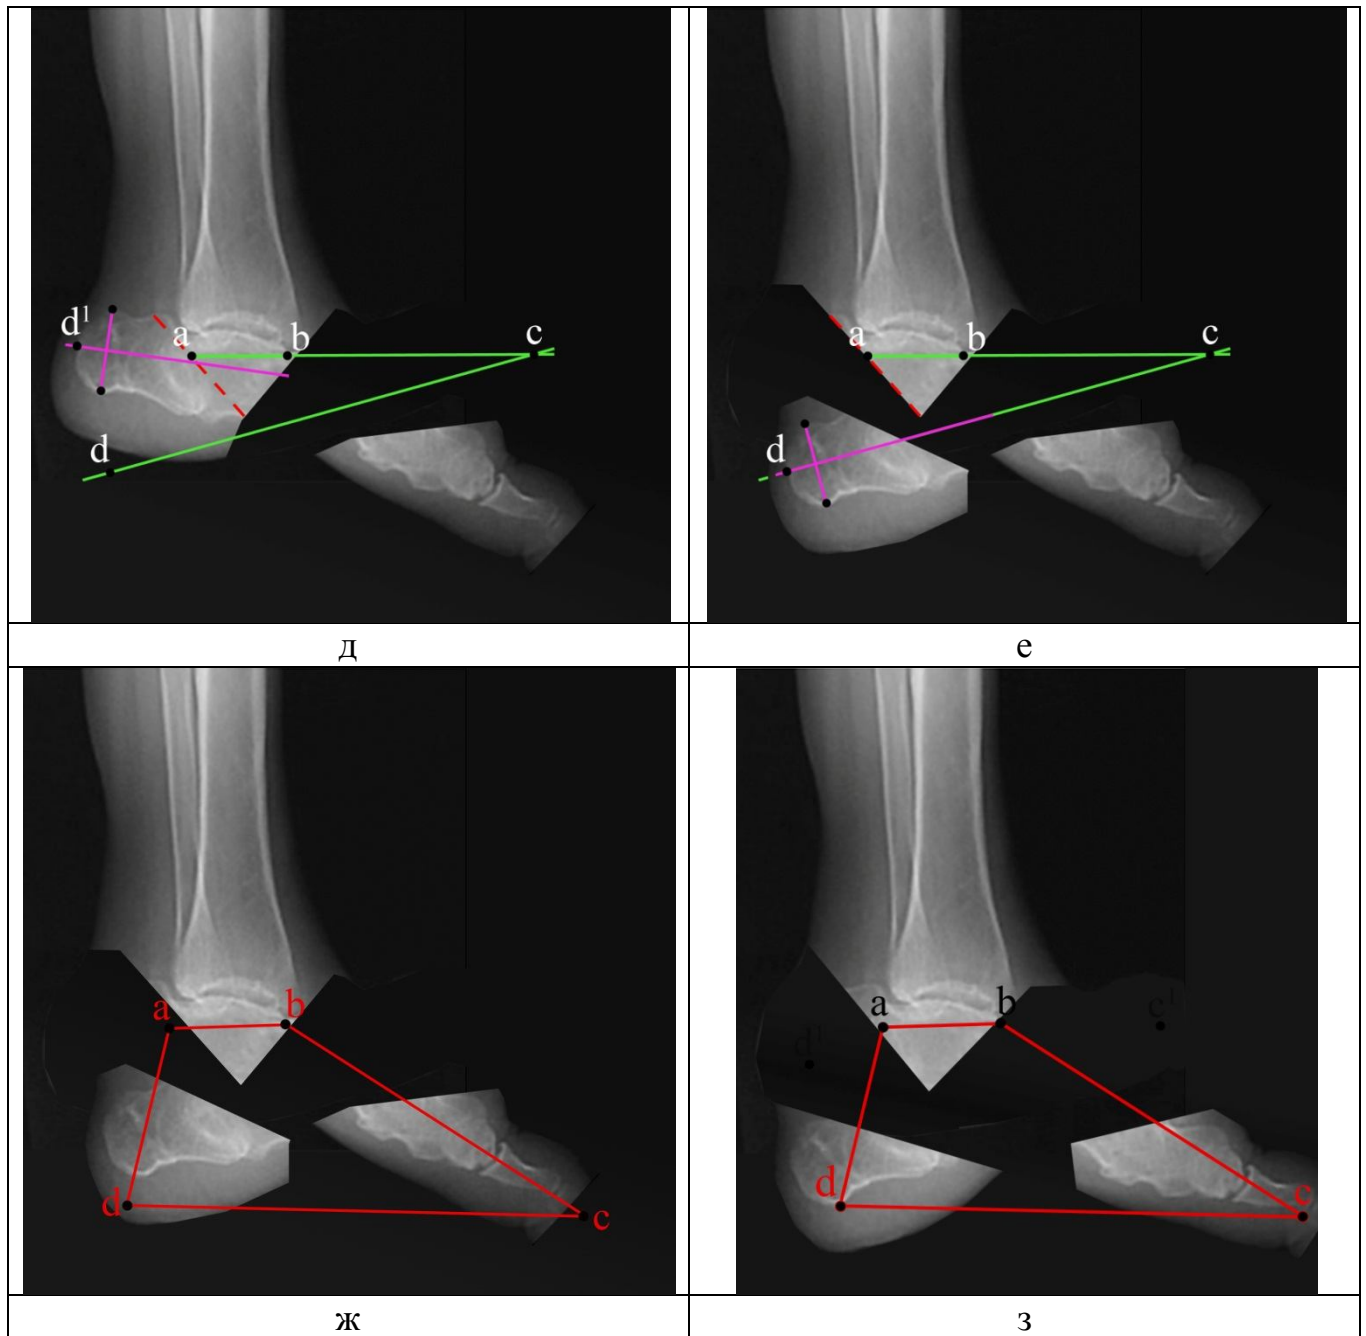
Уточнение планирования коррекции с использованием «четырехугольника стопы»: д – нахождение реальной анатомической оси пяточной кости; е – скиаграмма коррекции деформации заднего отдела стопы; ж – скиаграмма двухуровневой коррекции стопы на основе использования РЛУ. «Поверх» коррекции нанесен «четырехугольник стопы»; з – скиаграмма боковой рентгенограммы стопы при ее двухуровневой коррекции на основе «четырехугольника стопы»
